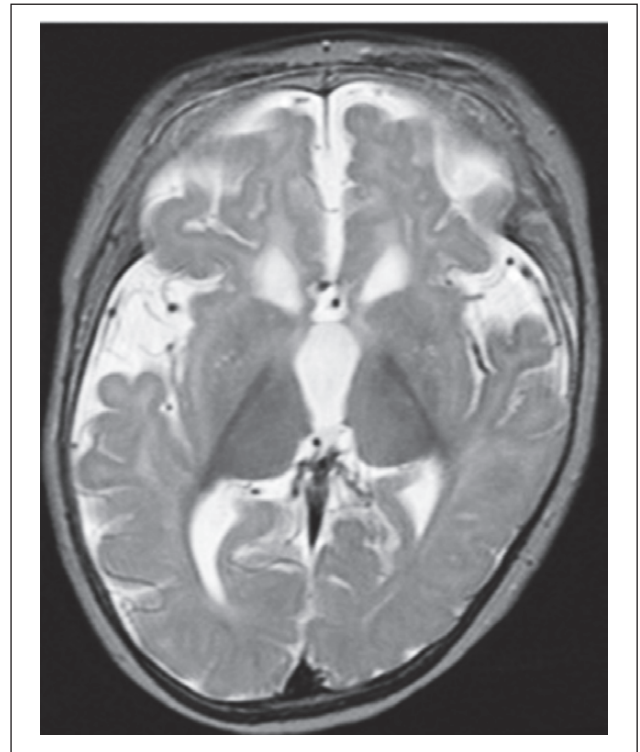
МРТ дитини з EIEE1. Розширення бічних шлуночків переважно у лобних ділянках, зменшення хвостатих ядер і мозолистого тіла, затримка мієлінізації білої речовини [10]
